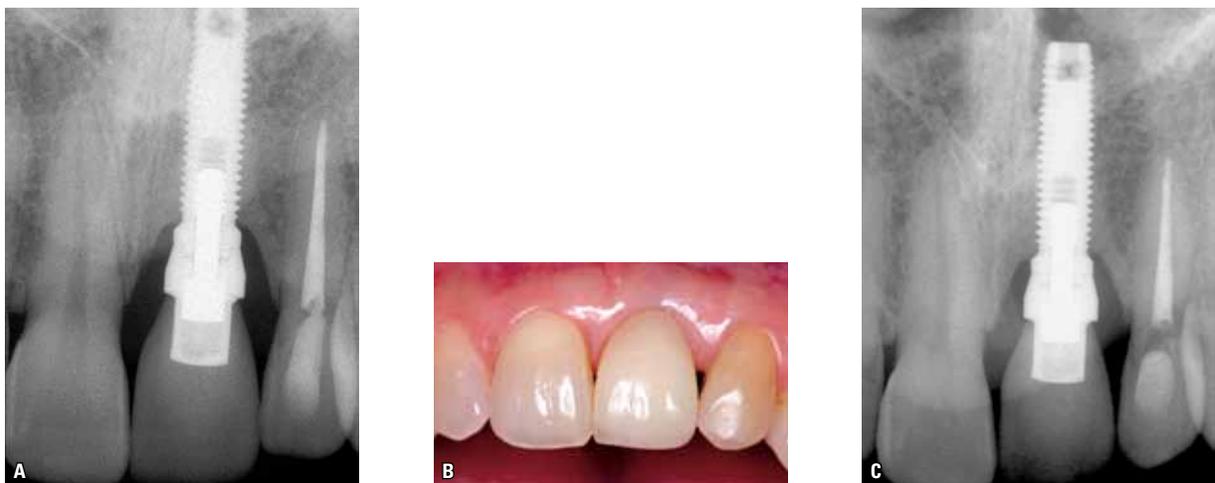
Mesmo caso clínico da figura anterior. Em A, mostra-se a radiografia periapical de controle de 5 anos: observa-se saucerização pericervical e corticalização do tecido ósseo peri-implantar. Em B, o controle clínico de 15 anos: observa-se normalidade e estabilidade do tecido gengival peri-implantar. Em C, nota-se a radiografia periapical de controle de 15 anos: observa-se a estabilidade do tecido ósseo ao redor do implante e aumento da corticalização.
